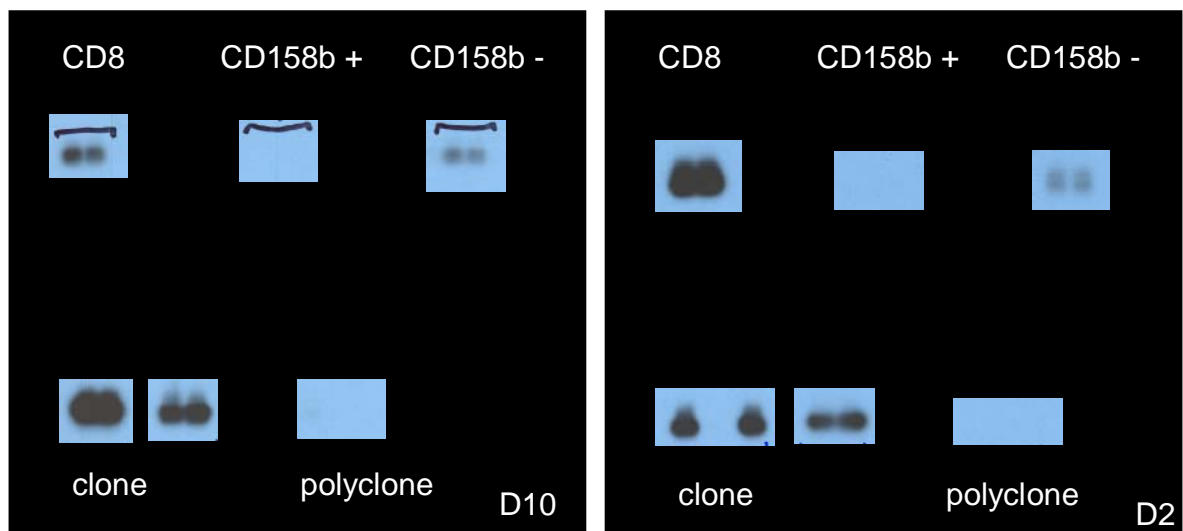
Ausschnitte des auf Röntgenfilm dokumentierten Ergebnisses des Nachweises klonspezifischer PCR-Produkte in den Subpopulationen CD8, CD8+ und CD158b+ sowie CD8 und CD158b – von Proband D2 und D10. Alle PCR-Produkte wurden in Doppelbestimmung nachgewiesen. Die mit „Clone“ bezeichneten Spots stellen die Positivkontrolle dar, die jeweils zusätzlich in Zweifachbestimmung durchgeführt wurde. Bei D2 liegen die zwei Spots der Doppelbestimmung getrennt. Bei allen übrigen direkt nebeneinander. Die mit „Polyclone“ bezeichneten Spots sind die Negativkontrolle. Durch längere Exposition des Films kommt es zu Überlagerungen der einzelnen Spots.
